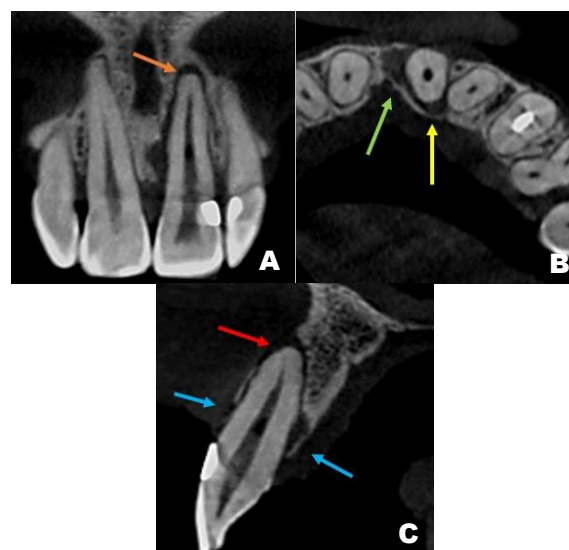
Tomografia computadorizada de feixe cônico do dente 21: (A) No corte coronal a seta laranja indica lesão endo periodontal associada a face mesial da raiz; (B) No corte axial as setas verdes e amarela indicam a extensão lateral da lesão; (C) No corte sagital a seta vermelha indica o rompimento da cortical óssea vestibular, e as setas em azul a reabsorção das corticais ósseas correspondentes.
